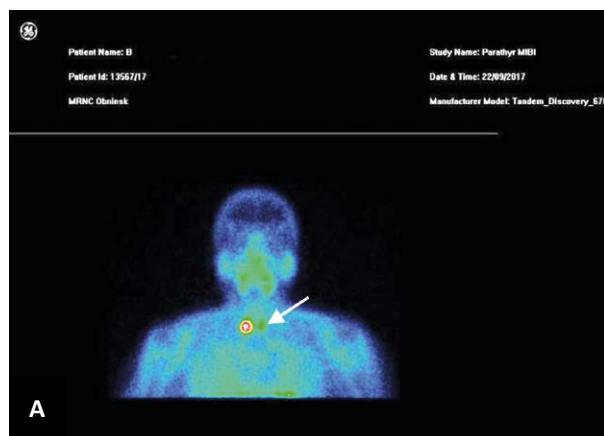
Статическая сцинтиграфия мягких тканей шеи и паращитовидных желез с ^{99m}Tc-технетрилом. Очаг накопления РФП в проекции нижнего полюса правой доли щитовидной железы. А — через 20 мин после введения РФП; Б — через 90 мин после введения РФП.
